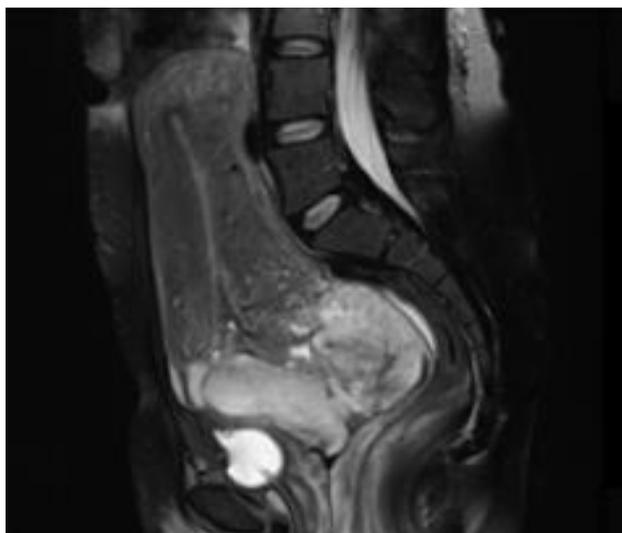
МРТ. Состояние после самопроизвольных родов. Рубец на матке после кесарева сечения. Неполный разрыв матки
